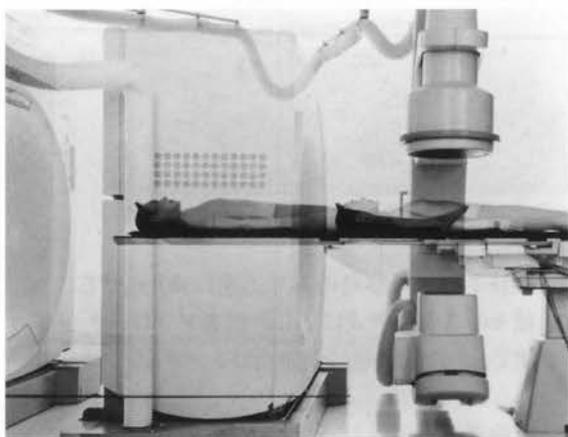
透視・DSA撮影とヘリカルCT撮影の切り替え
